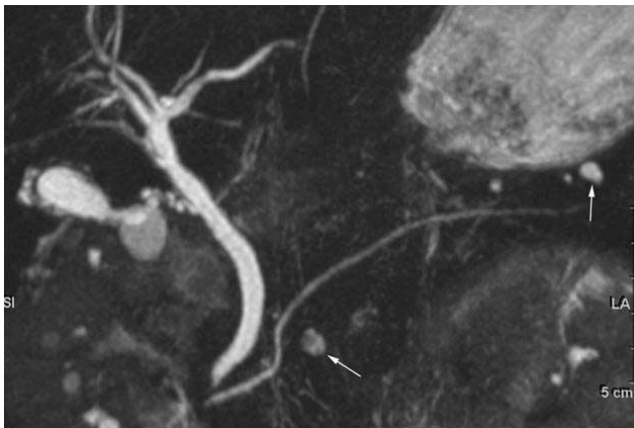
MIP images of abdominal MRI shows two hyperintense nodules (white arrows) in the pancreas. It is suggestive of pancreatic islet cell tumor.
